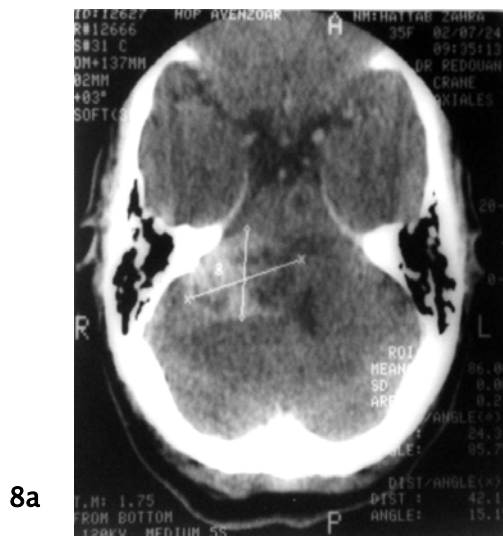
TDM cérébrale en coupe axiale en préopératoire d'un malade présentant un neurinome de l'acoustique droit.
